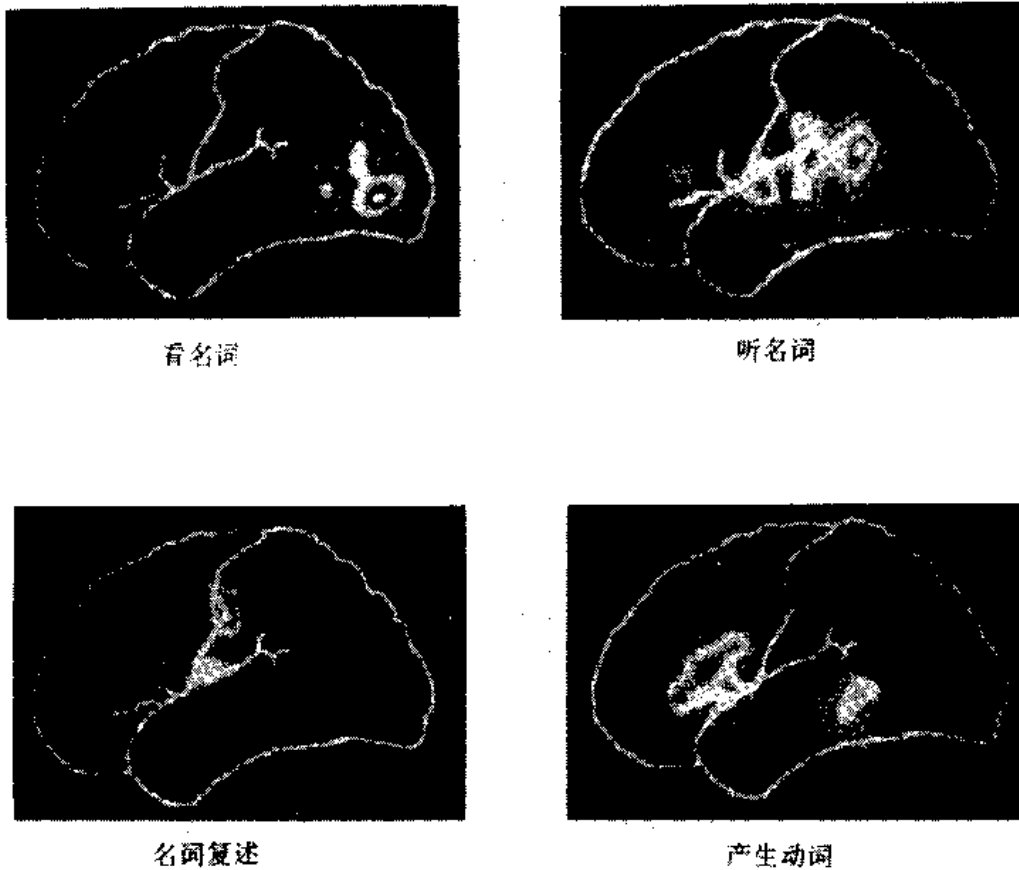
用 PET 技术得到的脑功能图像¹³
